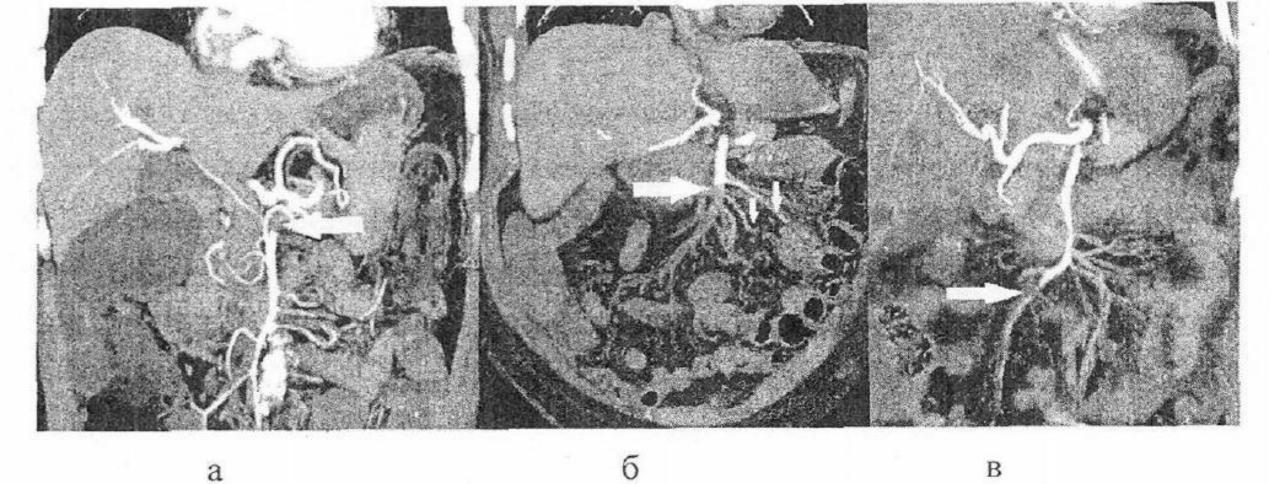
КТ-картина поражение верхней брыжеечной артерии. Больной С., 72 лет — окклюзия I сегмента верхней брыжеечной артерии (а); Больная В., 76 лет, — окклюзия II сегмента верхней брыжеечной артерии (б);
